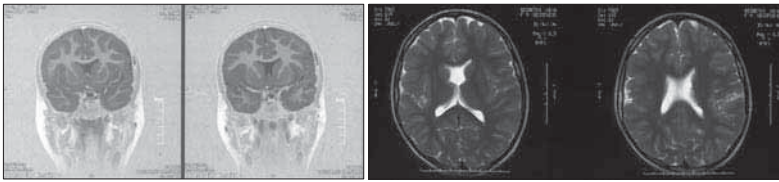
2а. МРТ. Проведено комплексное высокопольное (1,5Т). лочных отведениях. Регистрируются значительные ирритативные изменения также преобладающие в правом полушарии.
